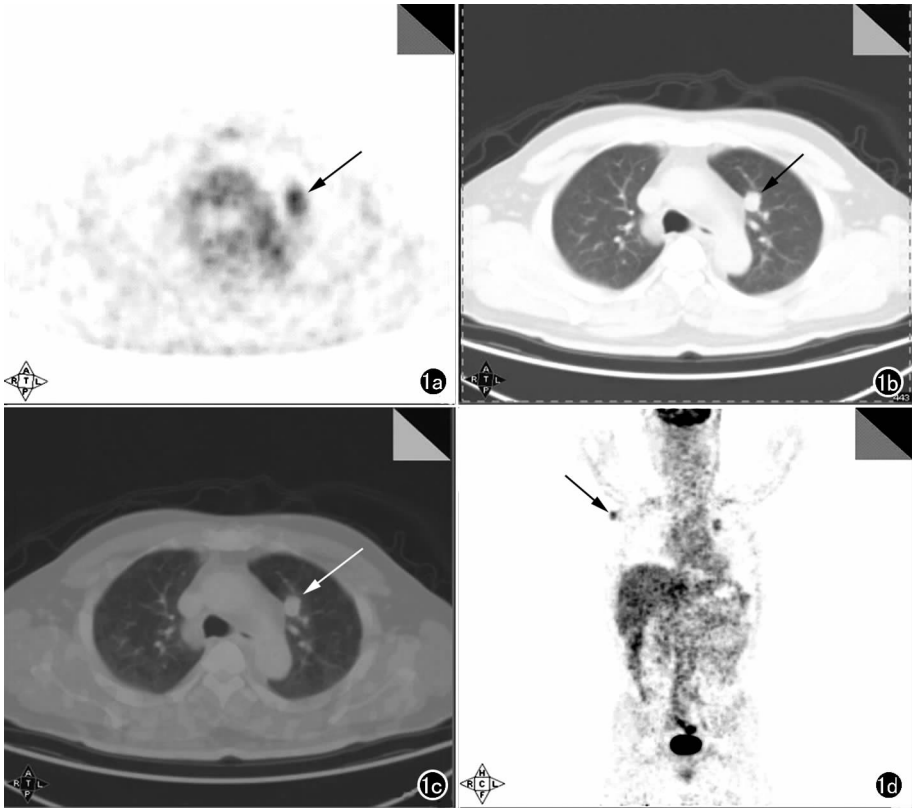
左肺上叶孤立性 PTM。a) PET 示左上肺异常放射性浓聚结节影(箭),SUV-max 3.9; b) CT 示左肺上叶前段纵隔旁见一 1.5 cm×1.8 cm×2.6 cm 结节影(箭),边缘清晰; c) PET/CT 融合图像示 CT 所示相应病灶发生异常放射性浓聚(箭); d) PET 全身扫描示右侧腋窝淋巴结异常放射性浓聚(箭)。
